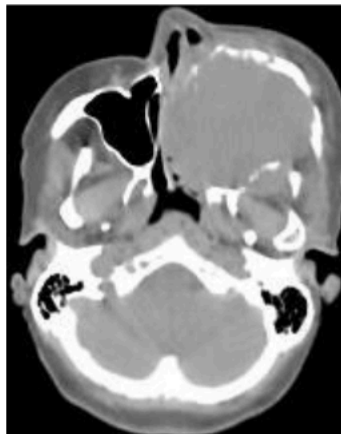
на КТ, больной А., 37 л. с обширной злокачественной опухолью верхней челюсти слева, определяется достаточно четкий контур опухоли, прилежащей к частично сохраненной передней стенке верхнечелюстной пазухи, скуловому отростку верхней челюсти, а также к крыловидным пластинкам клиновидных отростков основной кости слева. Кроме того, достаточно четкая граница опухоли определяется в полости носа на границе с воздухом и смещенной вправо деформированной носовой перегородкой. Вместе с тем, точно определить границы опухоли в крыловидно-небной и подвисочной ямках затруднительно, без сопоставления с КТ-картиной противоположной стороны
